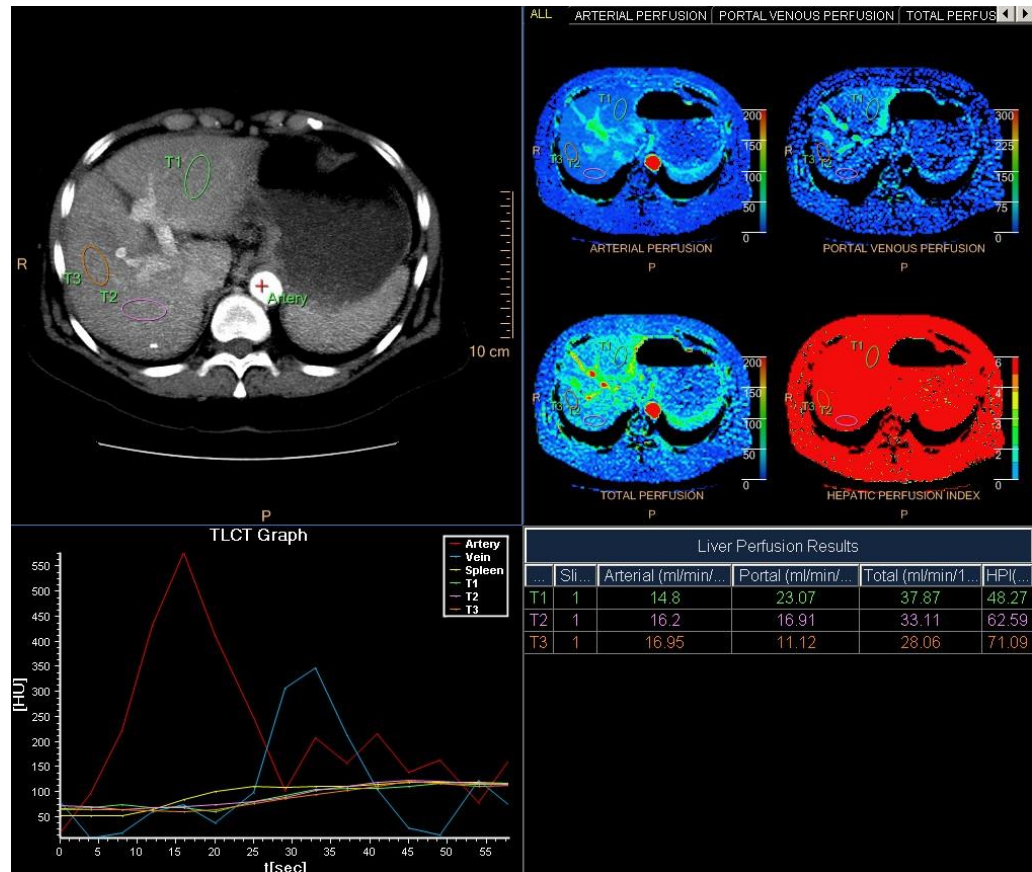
КТ-перфузия печени пациентки К. до проведения противовирусной терапии. В результате постобработки данных получены значения артериальной, портальной, общей перфузии, индекса перфузии печени в III, VII, VIII сегментах печени.
